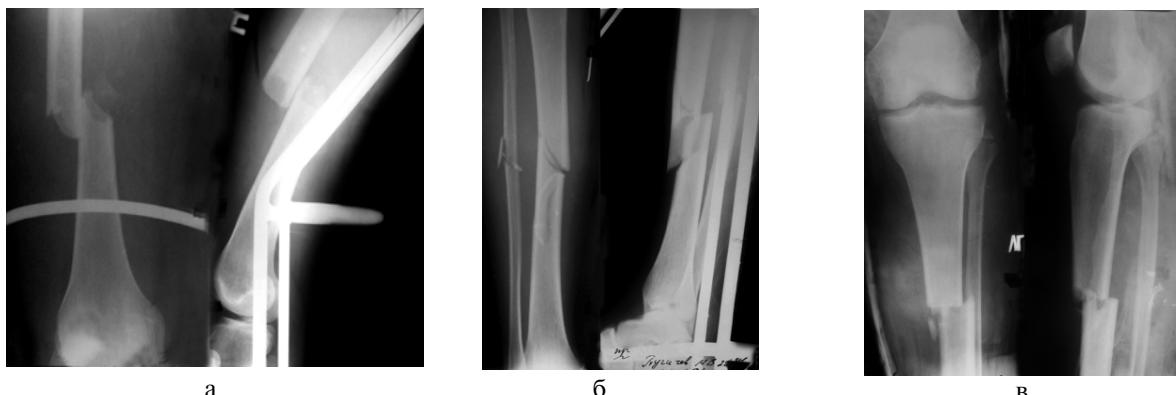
Рентгенограммы больного П., 23 лет, до операции: а – правое бедро; б – правая голень; в – левая голень.
